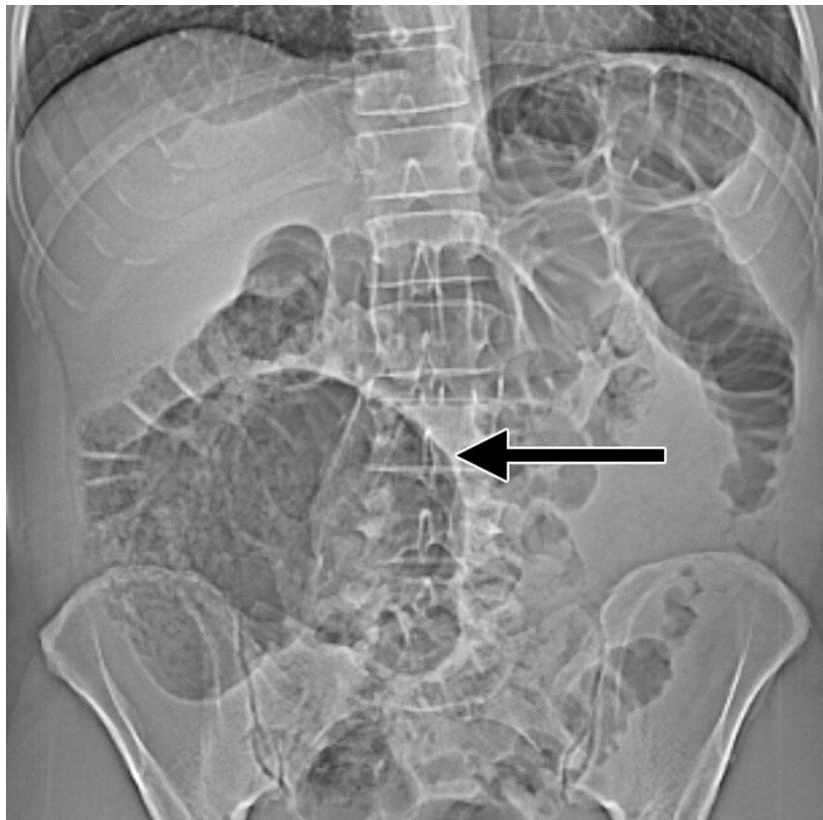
Radiografia de abdômen no pronto socorro.
